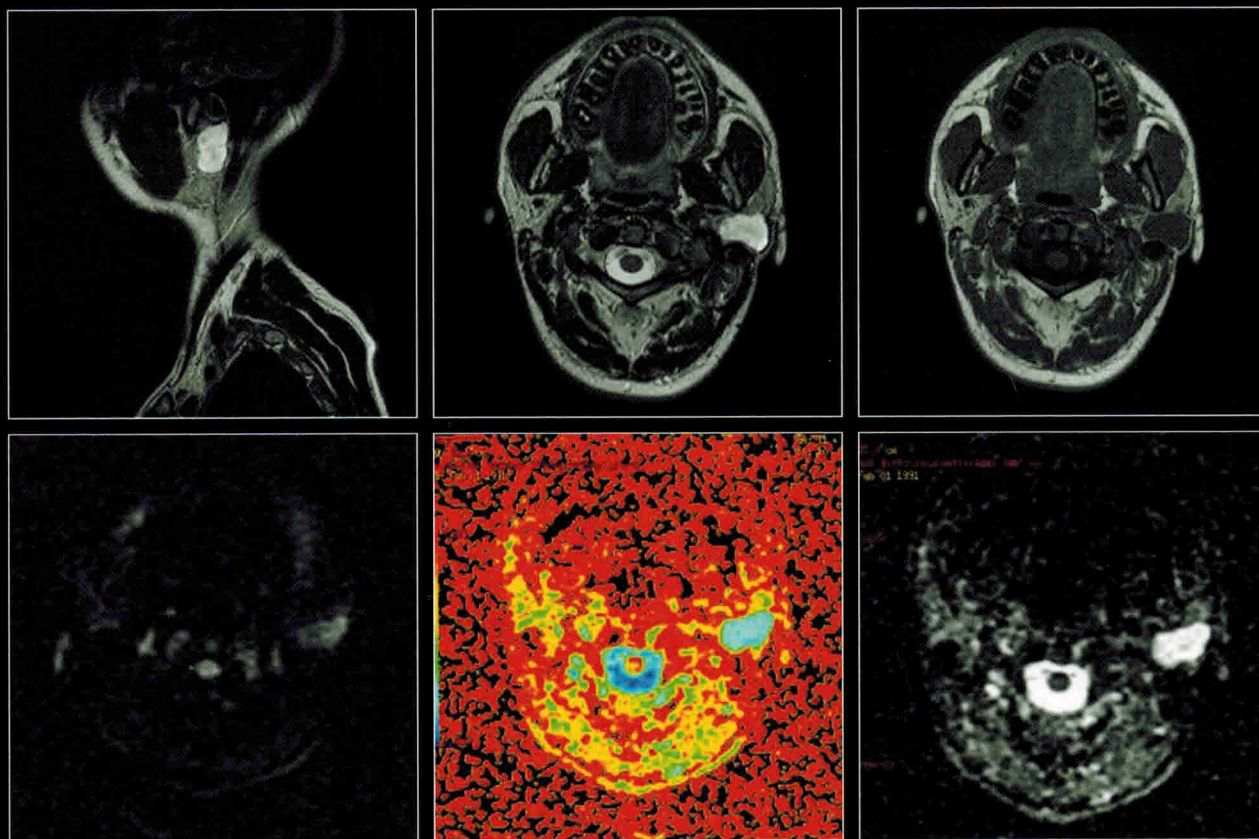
МРТ пациента Д. 27 лет (продолжение)
